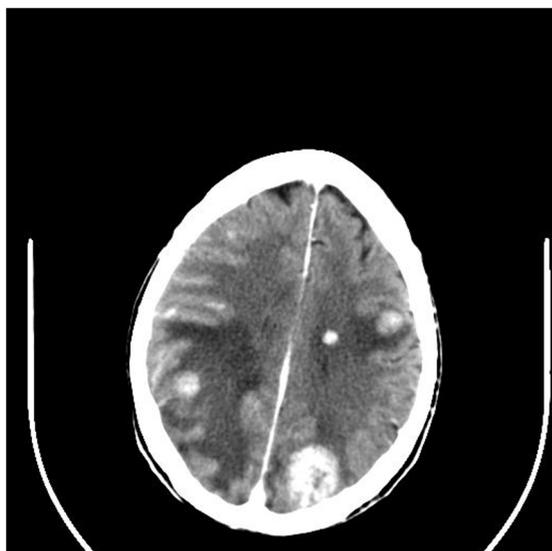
TC cerebral: lesiones ocupantes de espacio con realce intenso y edema vasogénico asociado compatibles con metástasis cerebrales. Las de mayor tamaño son parietoccipital izquierda de 36 × 27 mm aproximadamente, y temporoparietal derecha de 35 × 32 mm (con edema asociado y efecto de masa significativo con compresión del asta occipital del ventrículo derecho y desplazamiento de la línea media de aproximadamente 5 mm).
